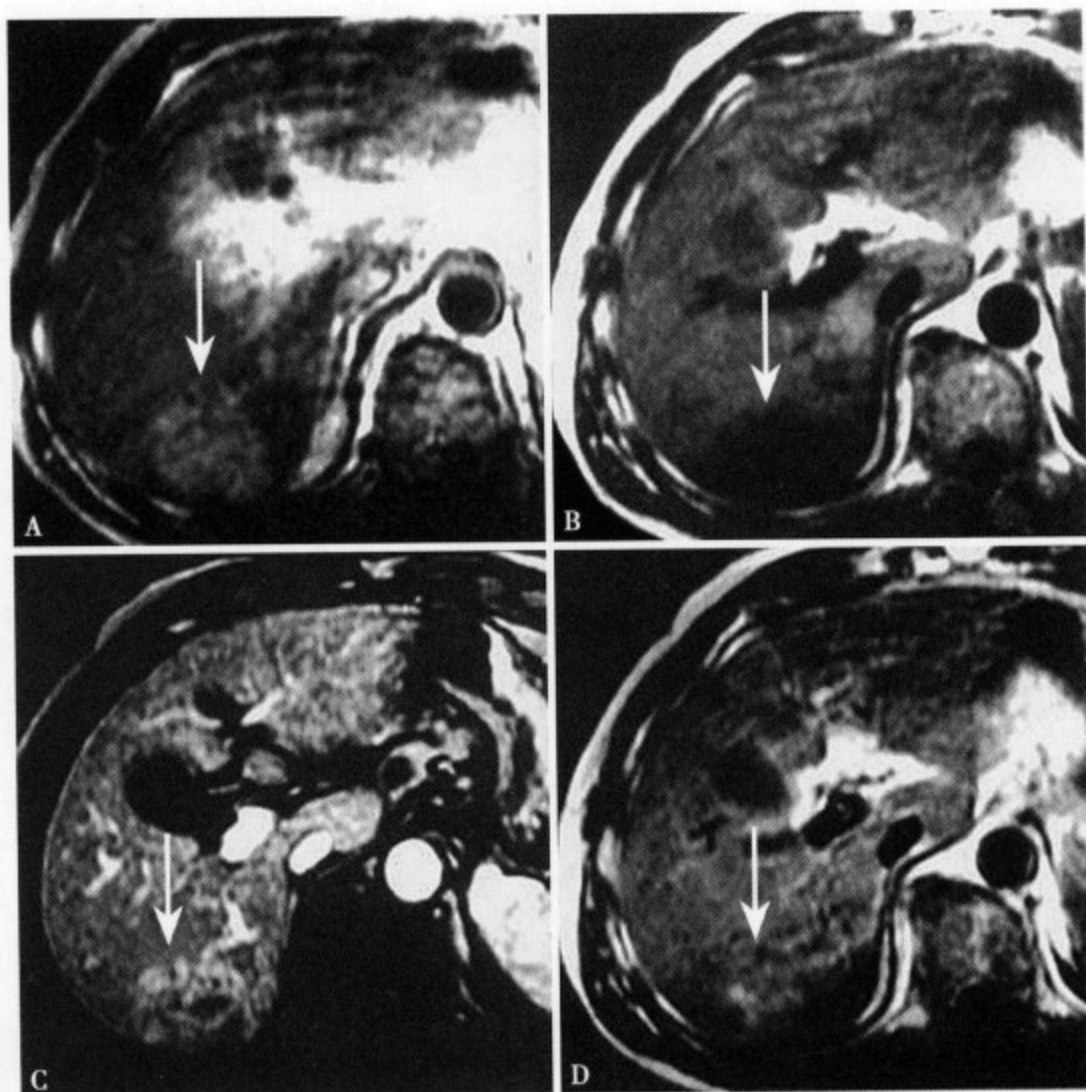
T₁WI (A) 肝右叶后段显示一混杂信号病灶以稍高信号为主, 边界不清; T₂WI (B) 病灶以低信号为主; 增强 MRI 动脉期 (C) 肿瘤呈不均匀强化, 内部可见不强化低信号区; 静脉期 (D) 肿瘤内部原低信号区呈延迟强化
